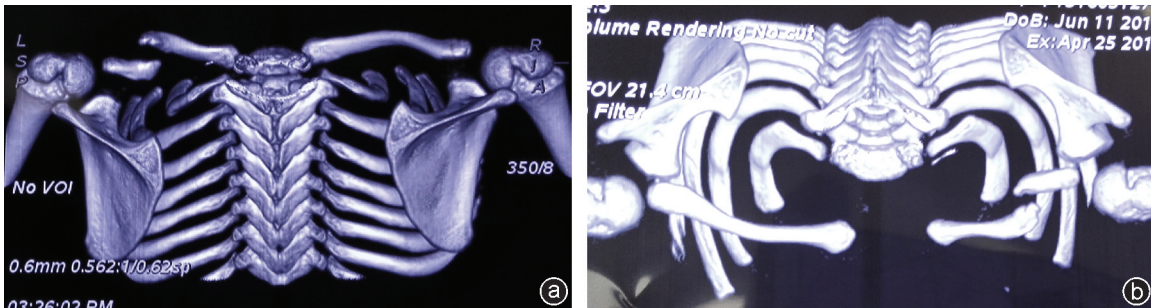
术前 CT 重建资料 左锁骨中段骨质不连续,断端分离移位,断端间可见软组织密度影
